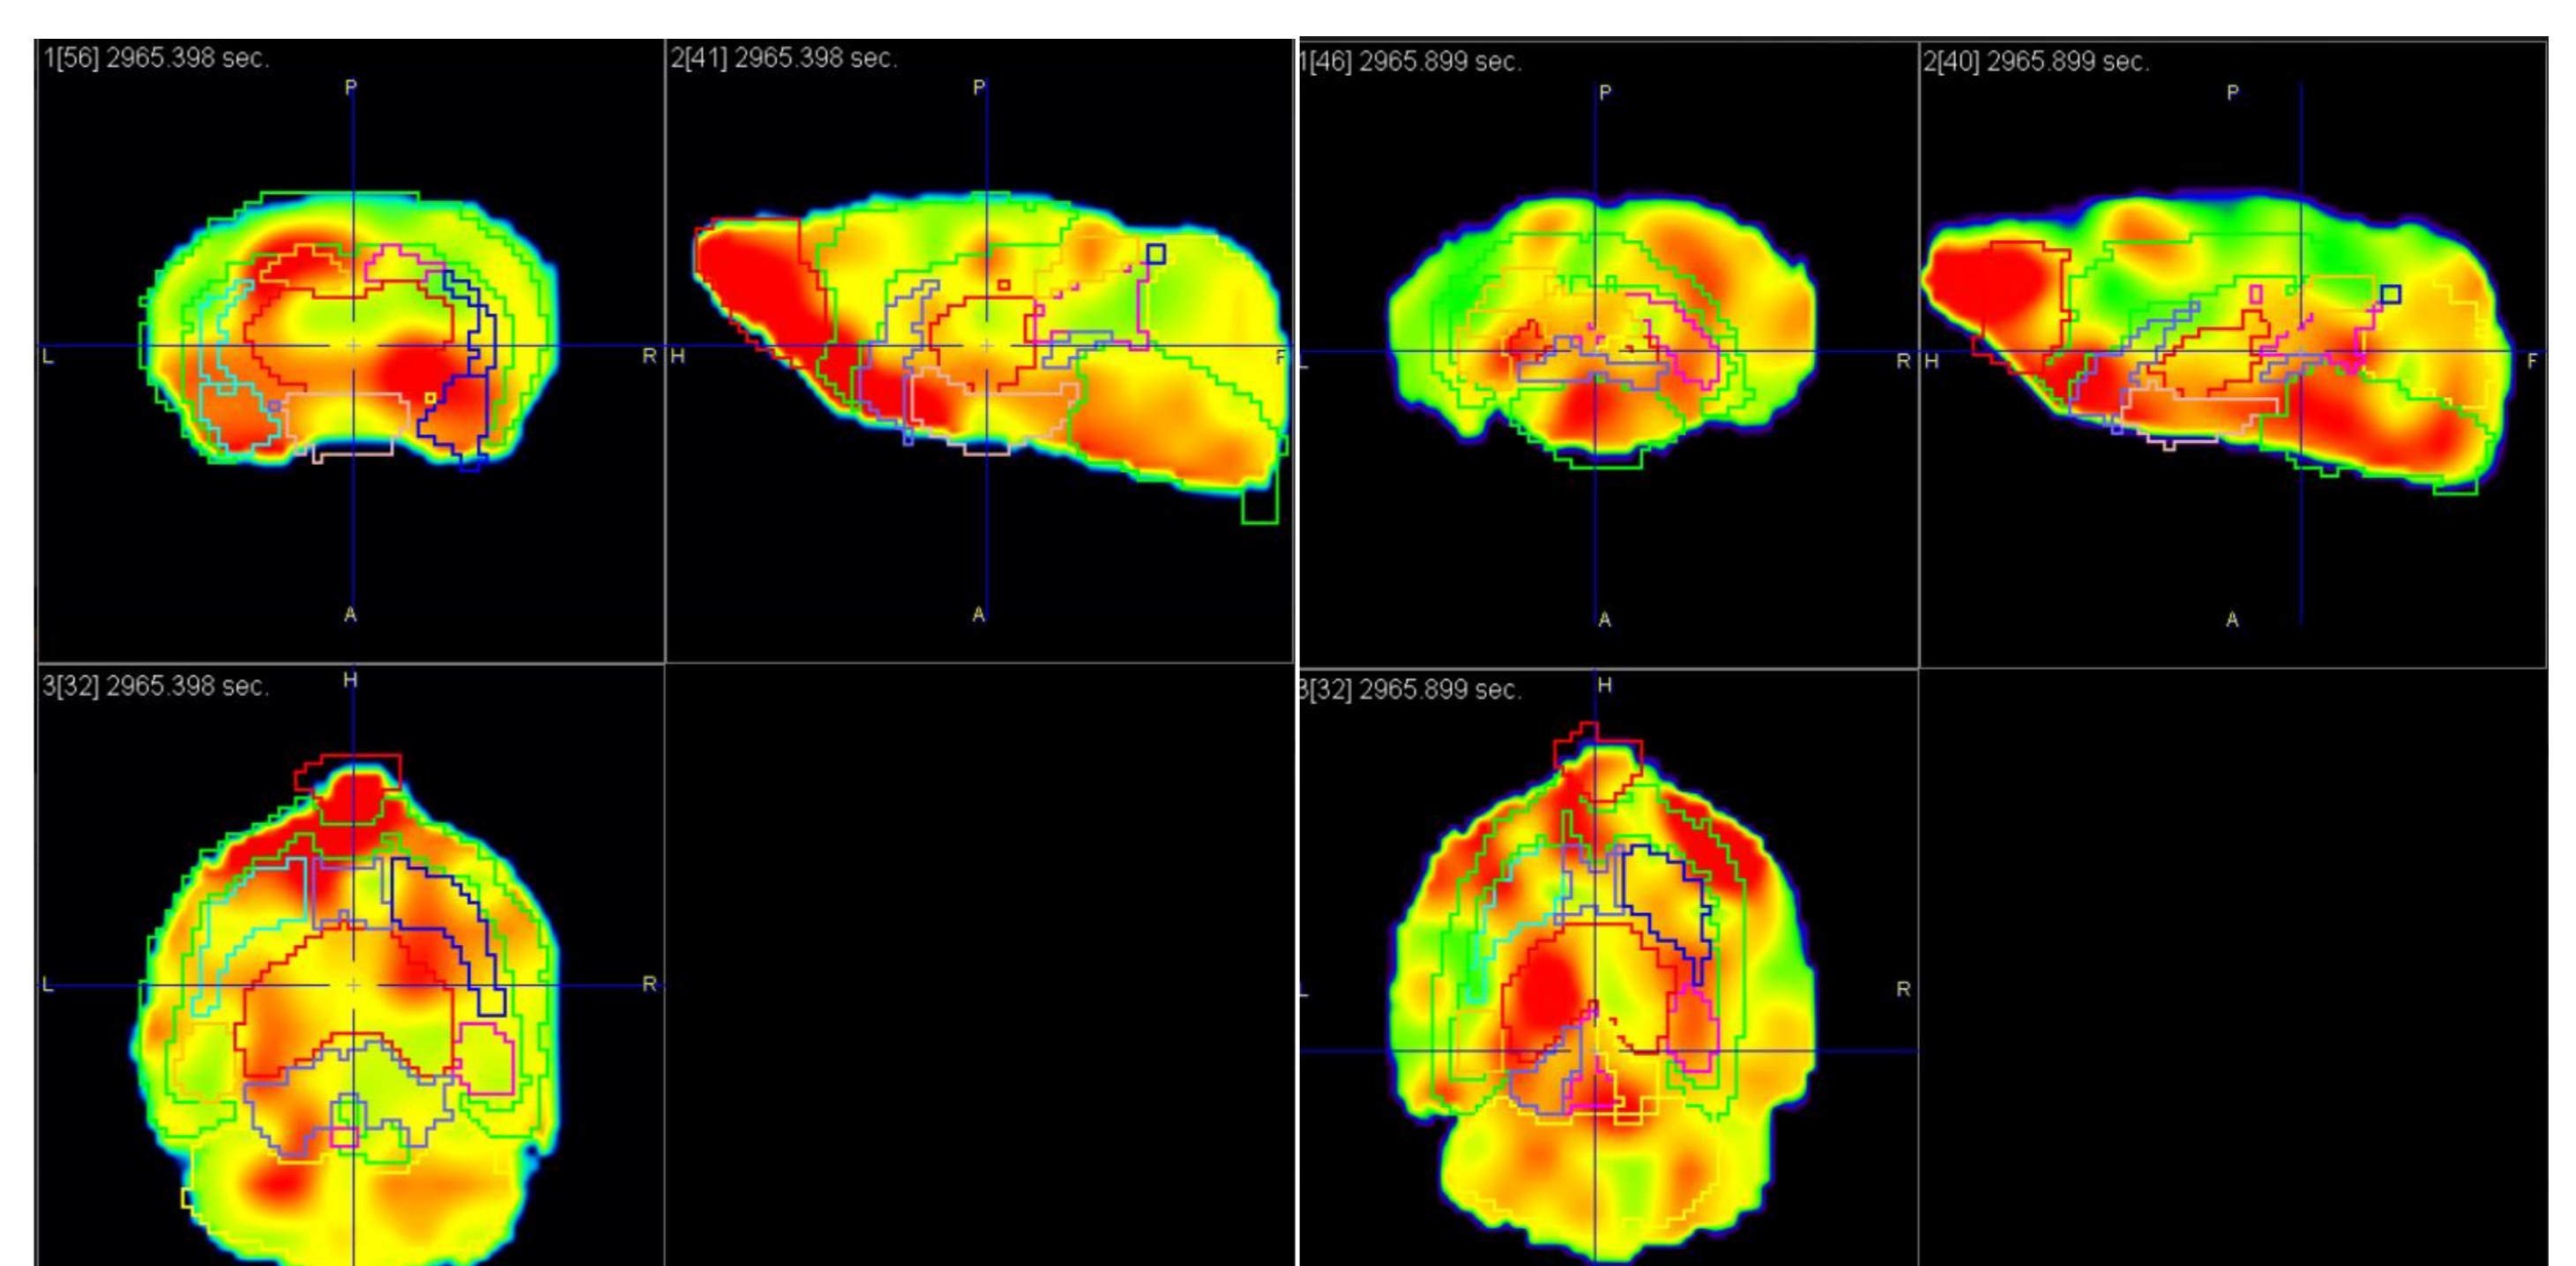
Estudios PET/CT utilizando el radiofármaco <sup>11</sup>C[PIB]. A- Estudio pretratamiento. B- Estudio post tratamiento.
